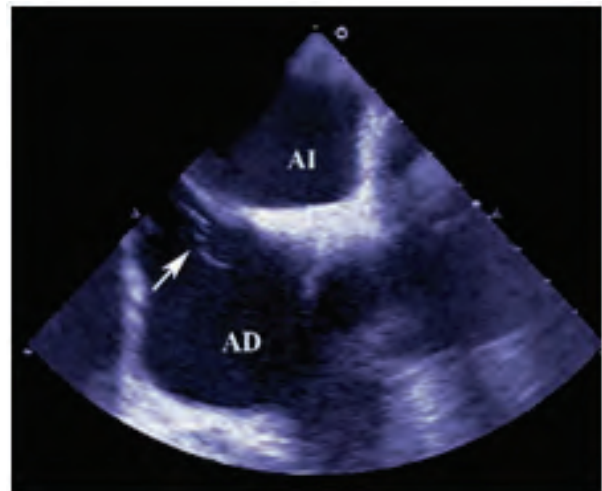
Ecocardiograma transesofágico correspondiente al plano de venas cavas, donde se observa una red de Chiari prominente
